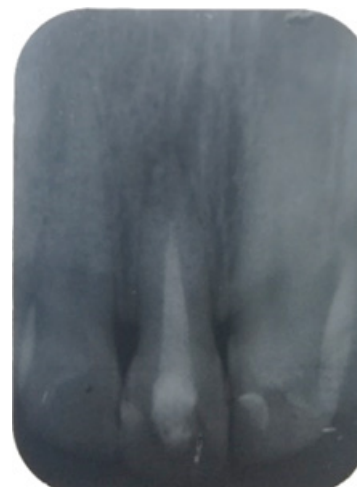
Radiographie préopératoire illustrant une obturation canalaire incomplète et résorption de l'extrémité radiculaire
